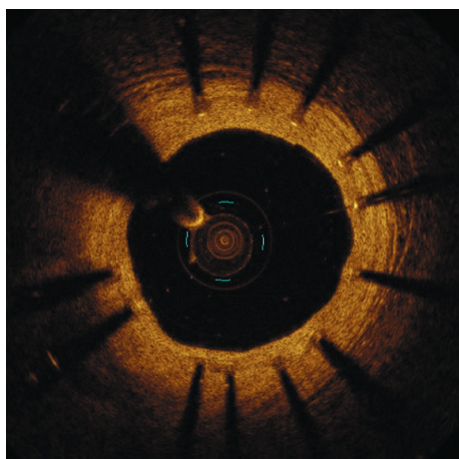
Naczynie wieńcowe bezpośrednio po zabiegu angioplastyki — malapozycja stentu — obraz optycznej tomografii koherentnej
